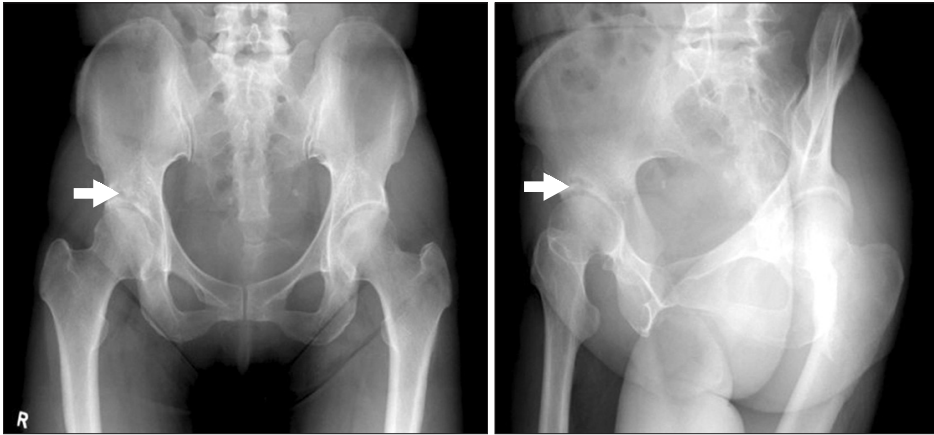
Pelvis anteroposterior and oblique radiographs obtained twenty seven months after the onset of pain in the right hip show residual cortical irregularity of right acetabulum.
